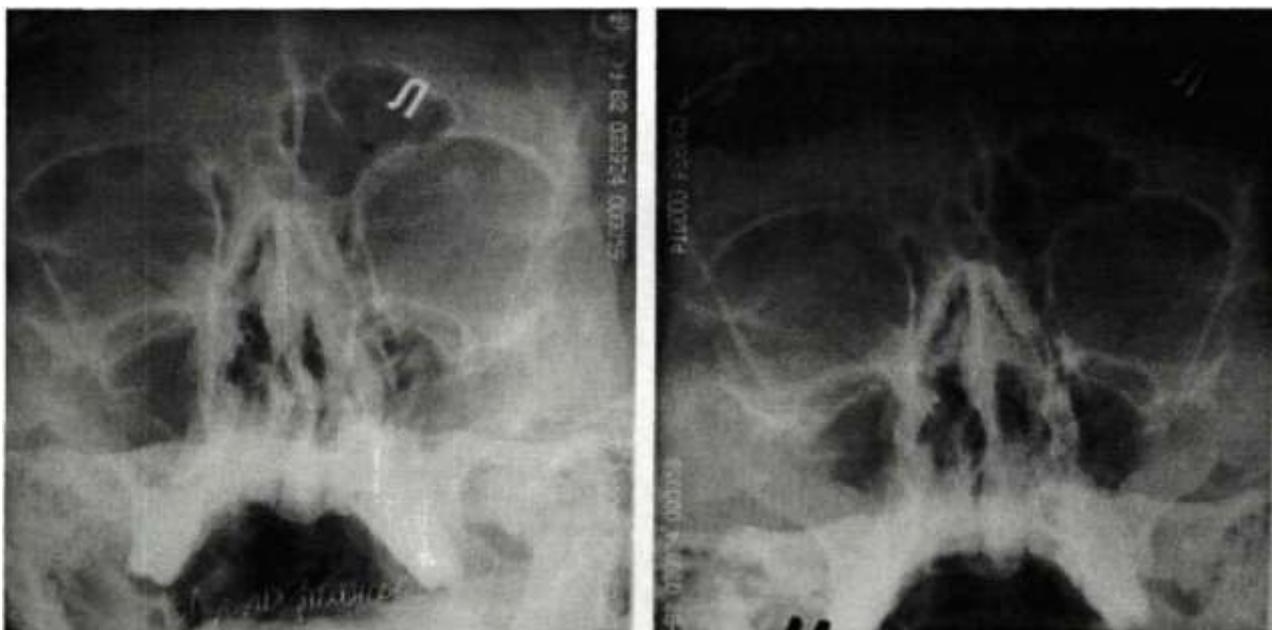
Рентгенограммы ОНП у пациентки контрольной группы «В»
